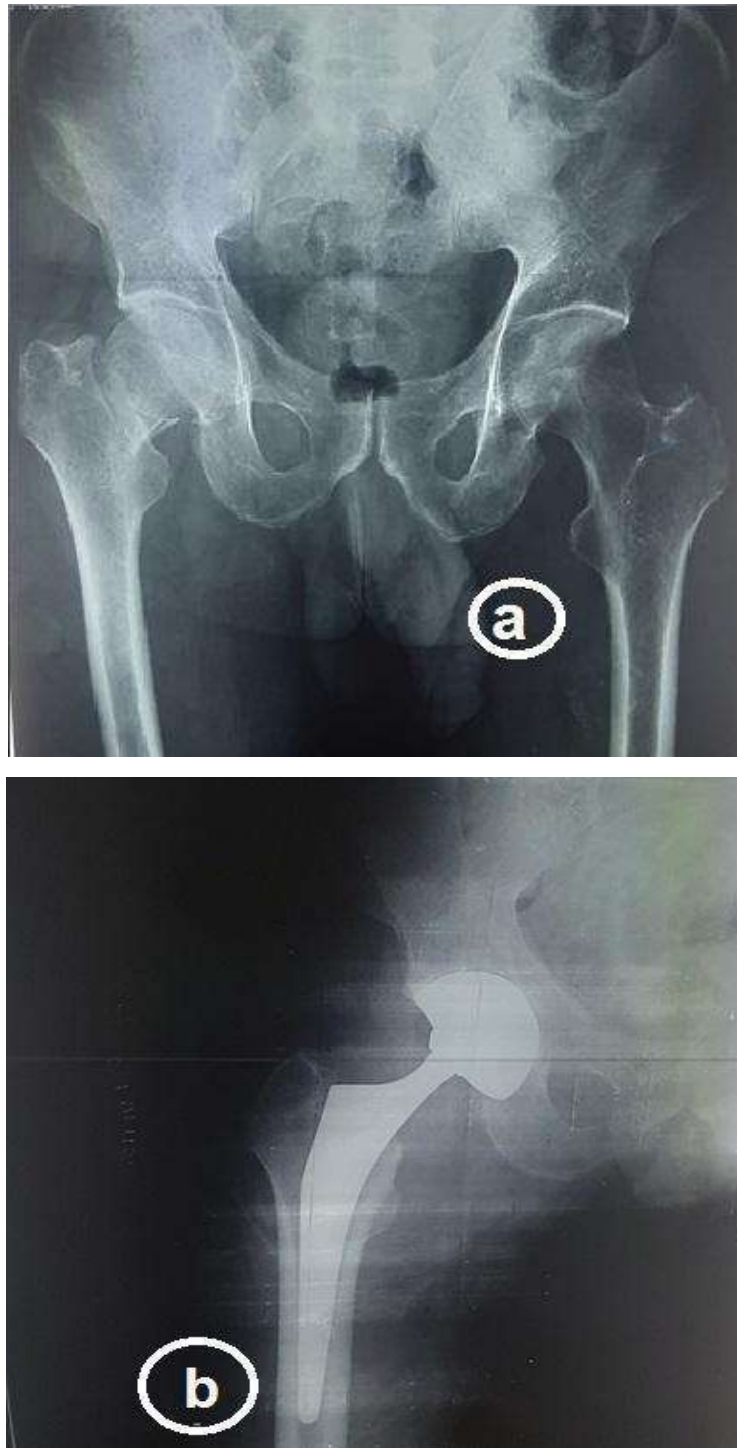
a : radiographie du bassin de face montrant une fracture cervicale droite stade IV de Garden chez un homme de 67 ans, victime d'une chute, b : radiographie postopératoire de la hanche droite de face du même patient (PTH non cimentée à double mobilité)
